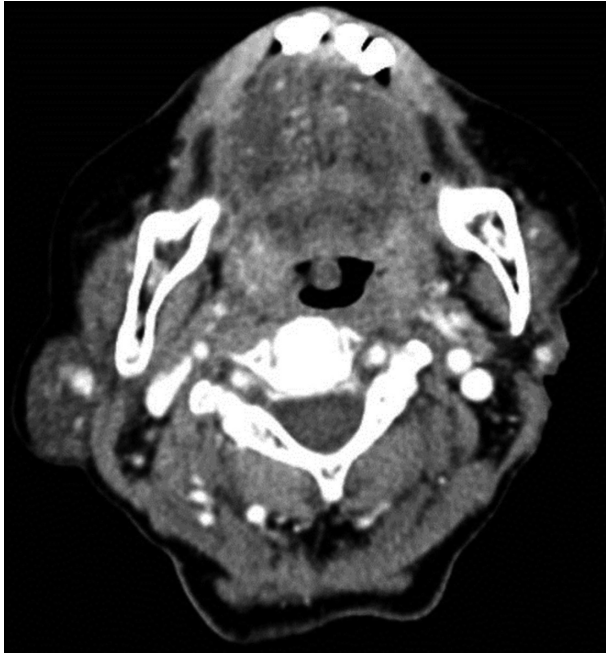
Preoperative axial neck CT finding. Huge multi-lobulated mass, about 20×18 cm sized, is located in left parotid gland with scattered enhancement (A). Preoperative neck MRI finding (T2 weighted image, Axial). Intermediated to high signal intensity mass is located in left parotid gland, which has thick and irregular internal septation and small foci with low signal intensity (B).
